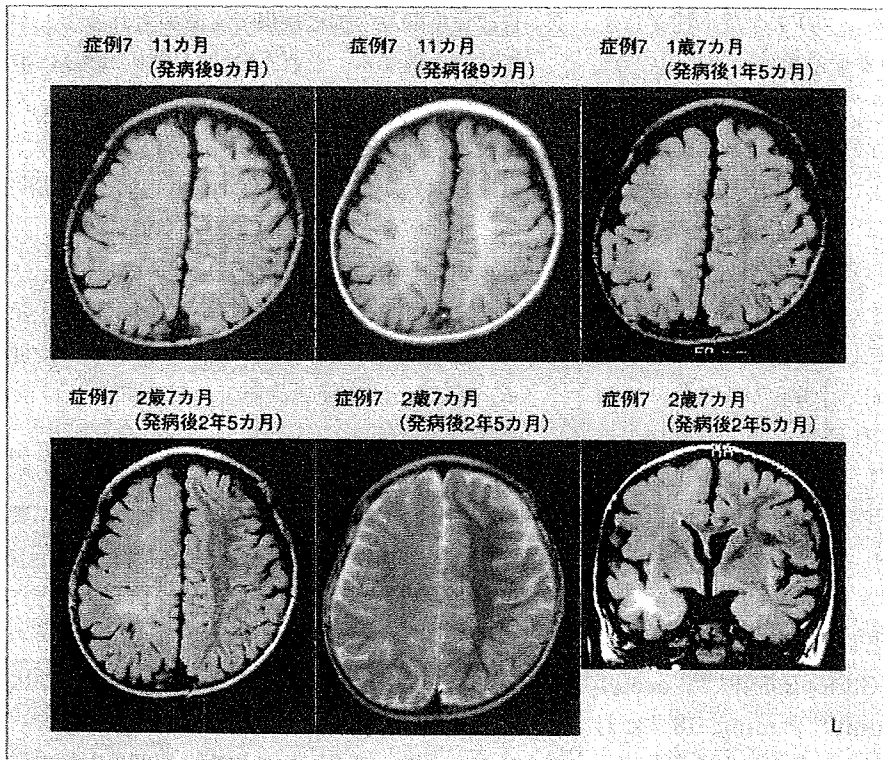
Rasmussen 症候群症例の MRI 経過
